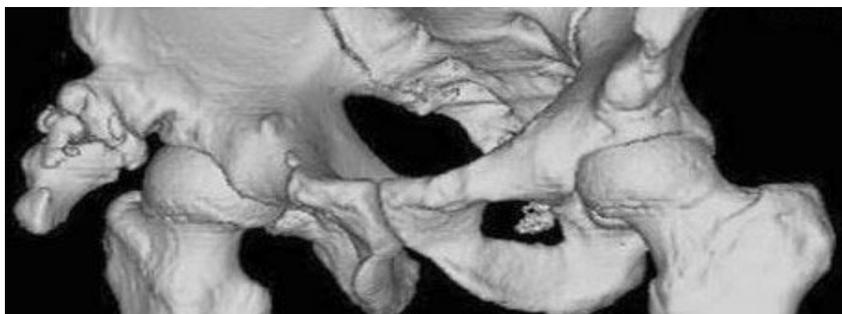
TAC de pelvis ósea.Reconstrucción tridimensional
